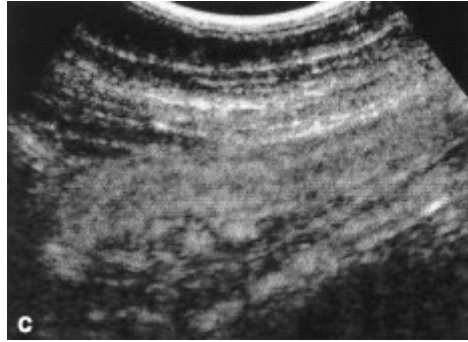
Morbo di Crohn attivo. A) ecografia B-Mode: ispessimento parietale; B) impregnazione contrastografica a 10 secondi; C) impregnazione contrastografica a 30 secondi.
